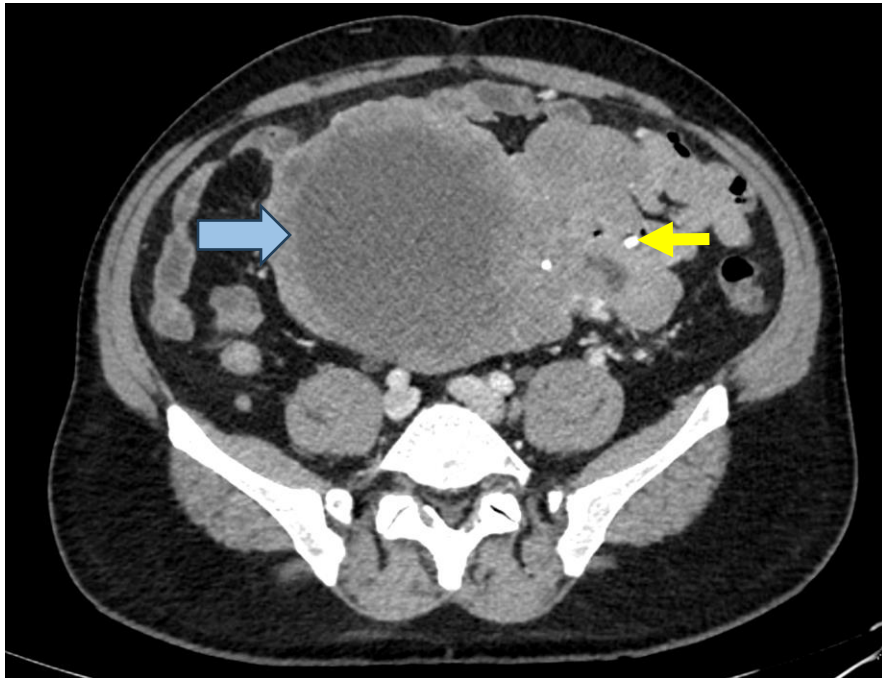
TC de abdomen con contraste. Gran masa abdominal en mesogastrio, bien definida y lobulada, de 18 x 13 x 12 cm, dependiente de yeyuno distal, con crecimiento exofítico, densidad heterogénea con calcificaciones (flecha amarilla).
